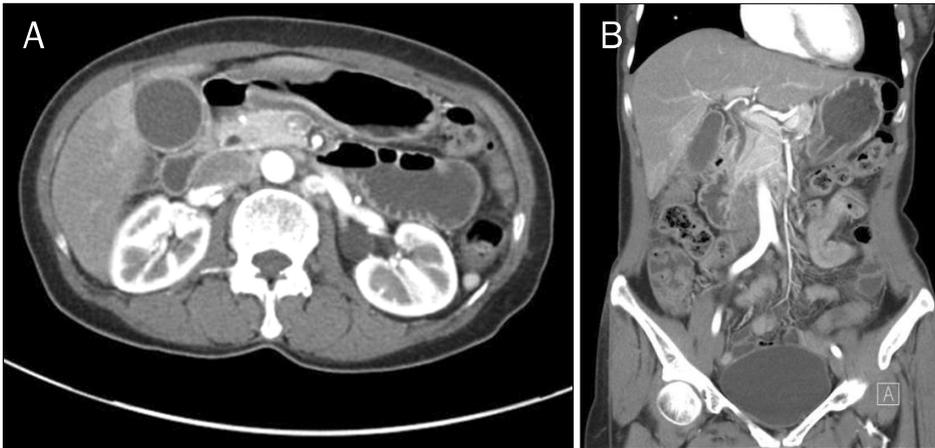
Initial CT scan shows mild gallbladder wall thickening.
